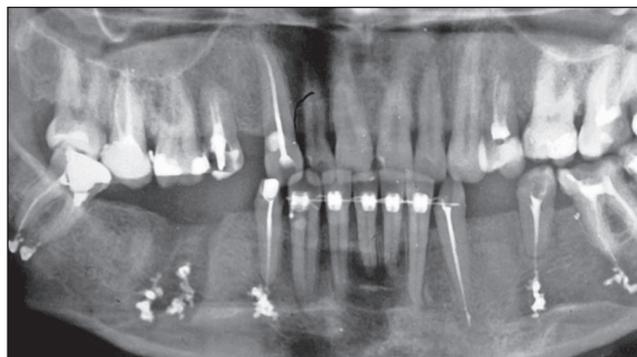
Ортопантомограмма больной К., 39 лет (из «коллекции» профессора Боровского Е. В., любезно предоставленная одному из авторов статьи)
